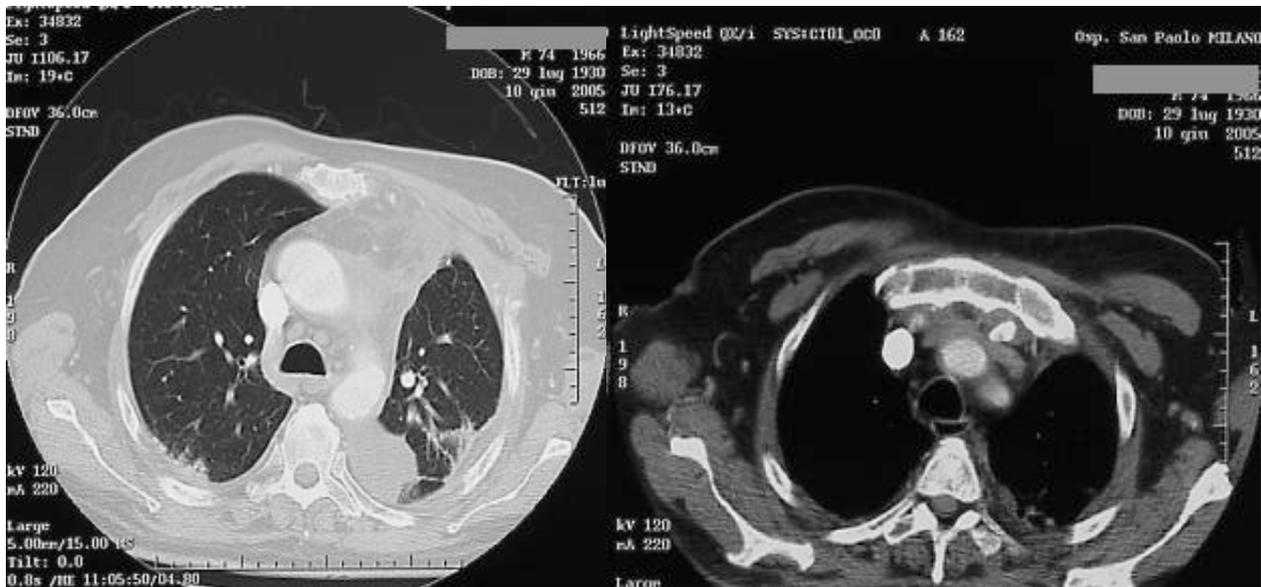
TC collo e torace de secondo caso descritto
